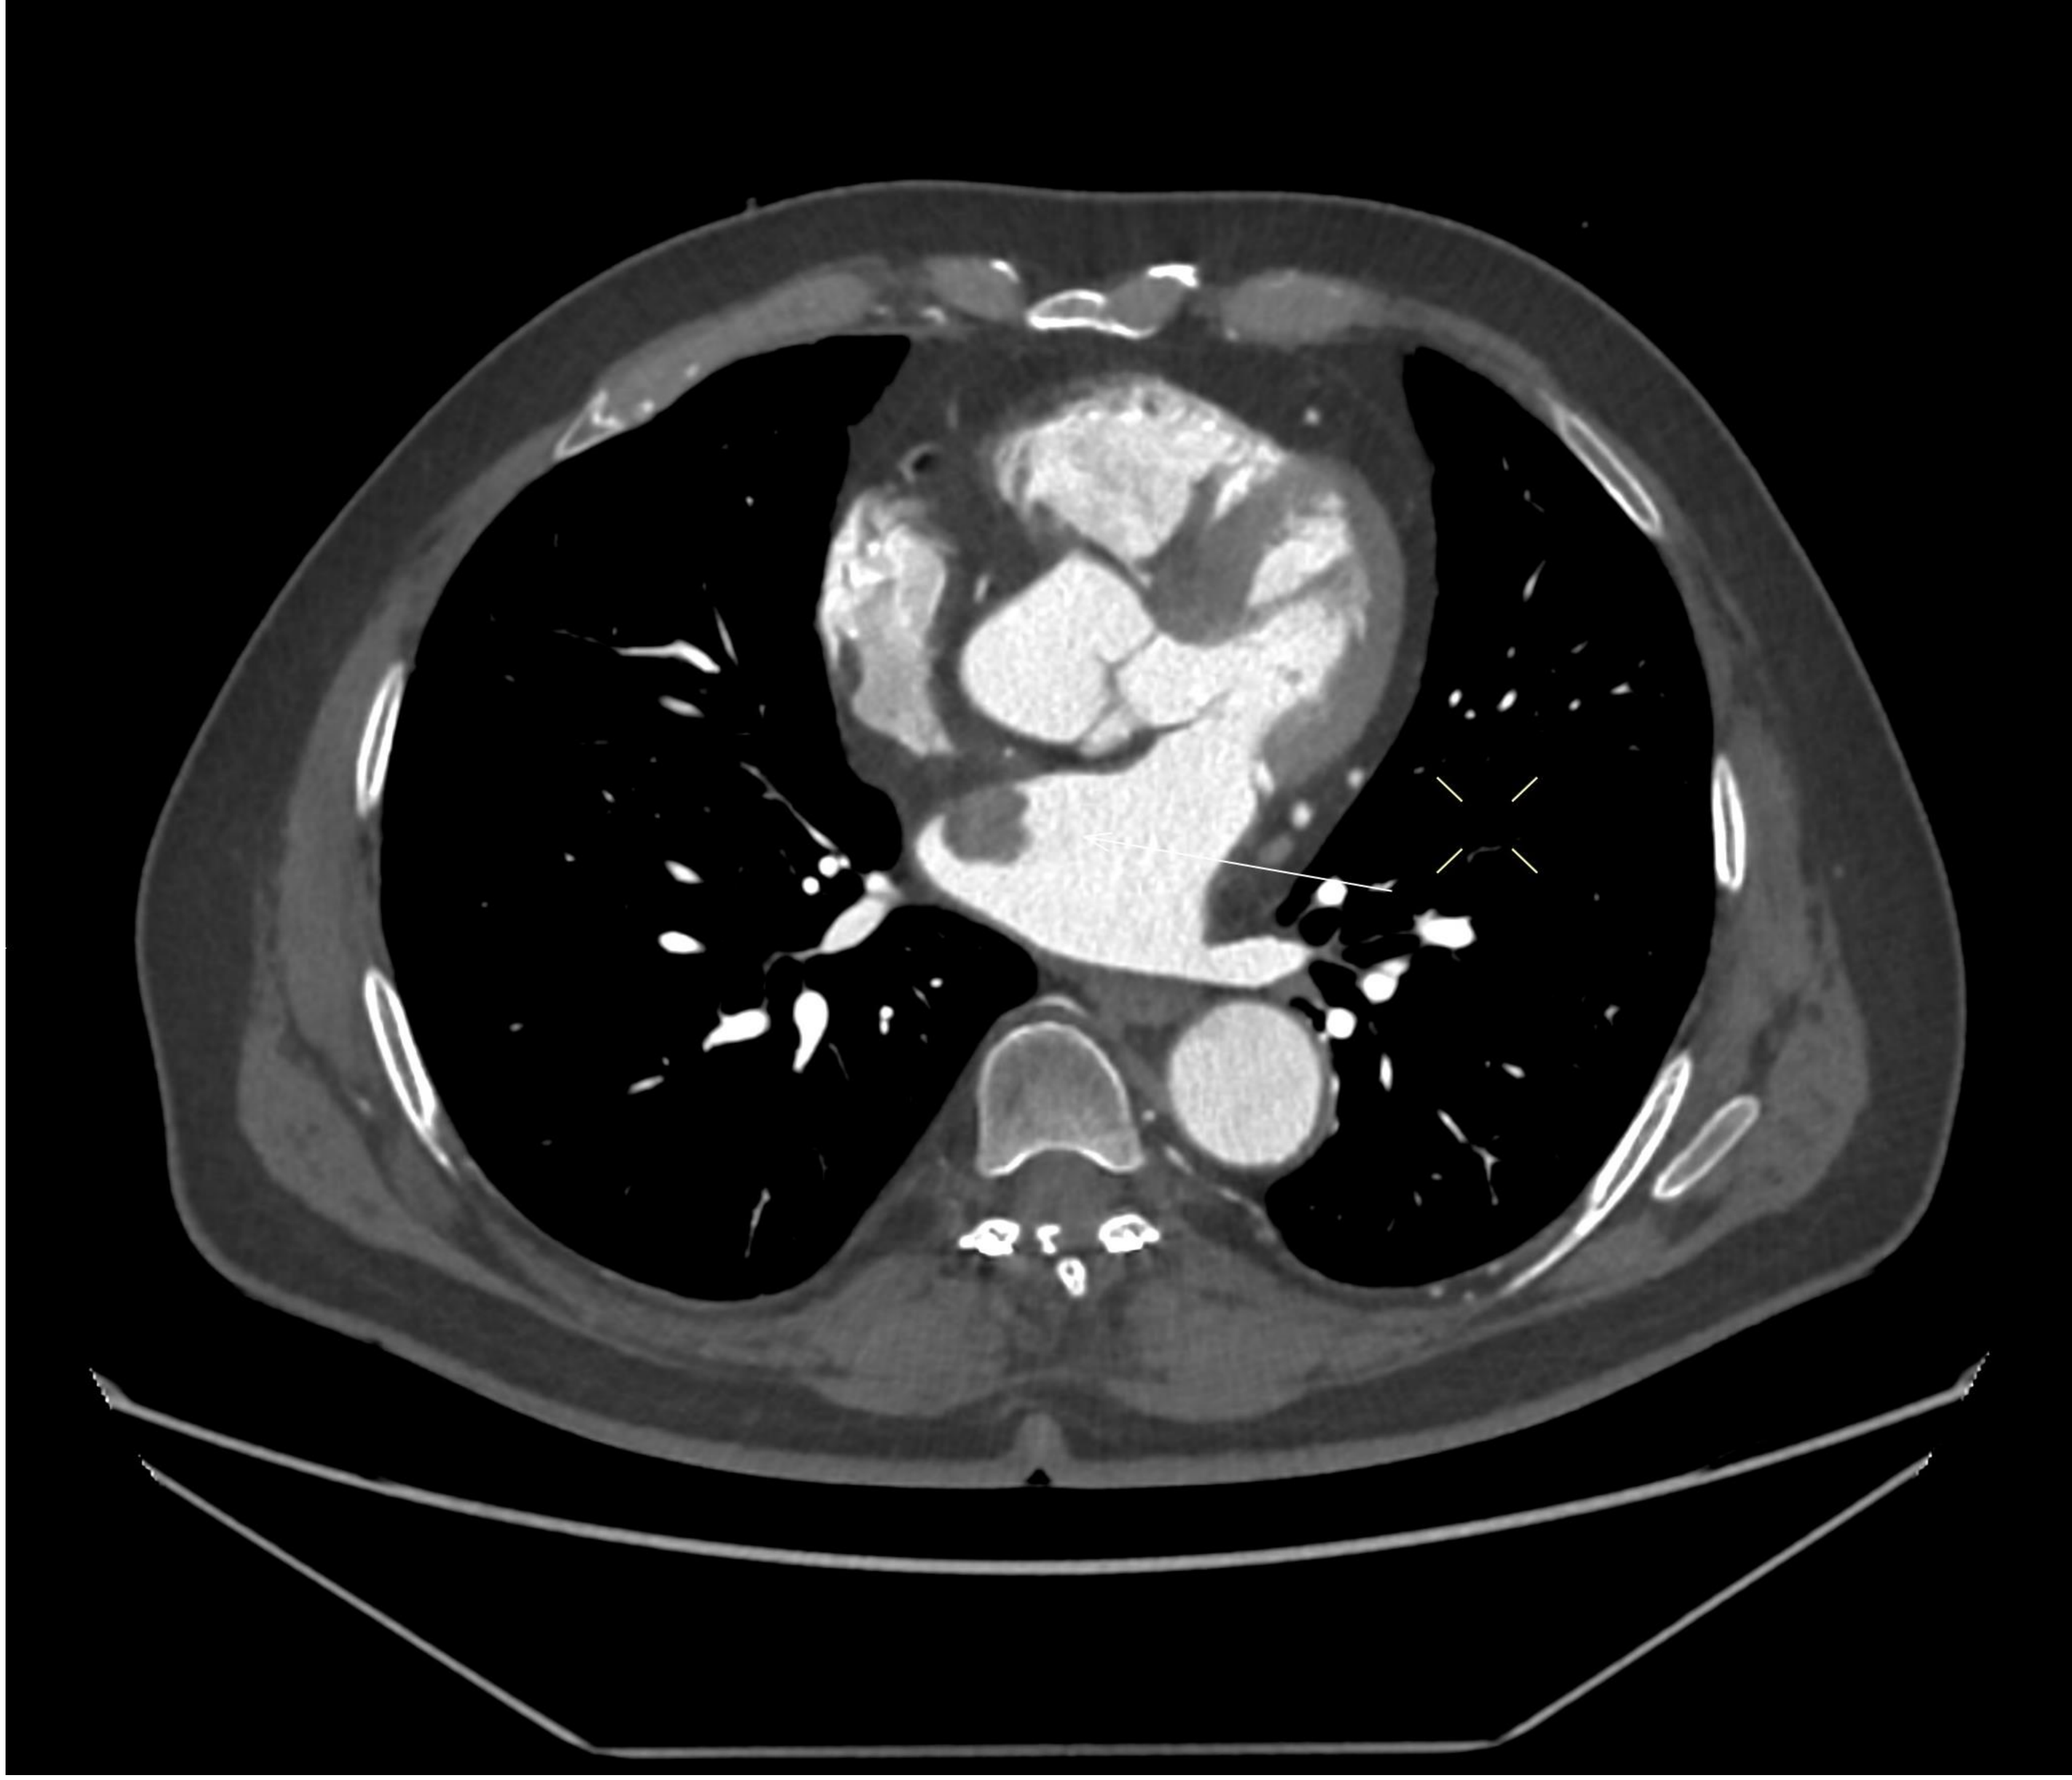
Estudio de TC con contraste en el cual se aprecia lesión hipodensa de bordes ligeramente lobulados, localizada adyacente el septo interauricular de la AI. Realza de forma discreta y heterogénea tras la introducción de contraste.
